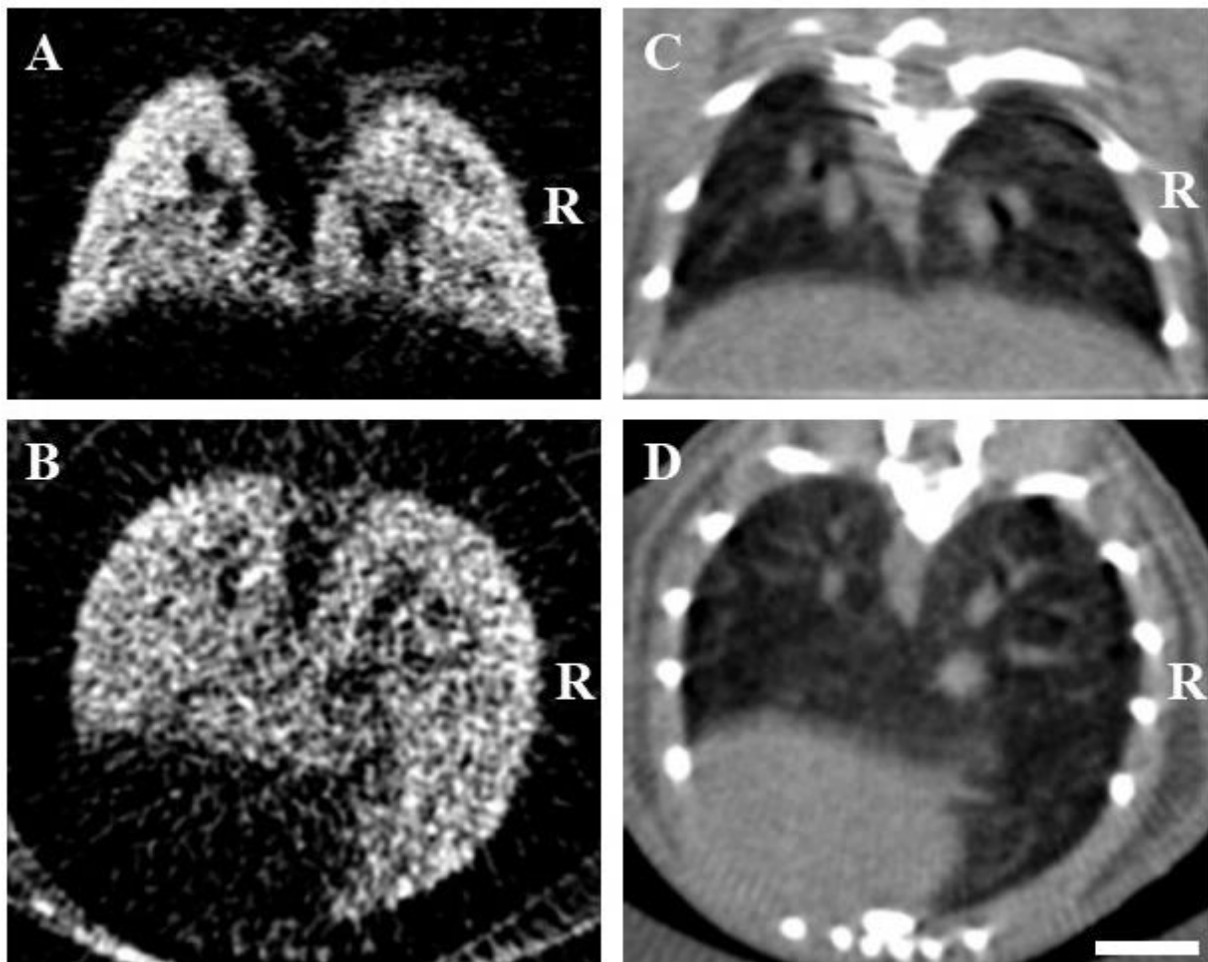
Gegenüberstellung beider Bildgebungsmodalitäten in a.-p. (oben) und Transversalschnitt (unten). Die Dunkelfeldaufnahmen (links), zeigen keine Abbrüche des Dunkelfeldsignals der Lunge. Die Absorptionstomographien (rechts) zeigen keine Verschattungen über der Lungenstruktur. Es handelt sich hierbei um gesunde unbestrahlte Lungen der Kontrollgruppe. (Längsbalken: 5mm) *
